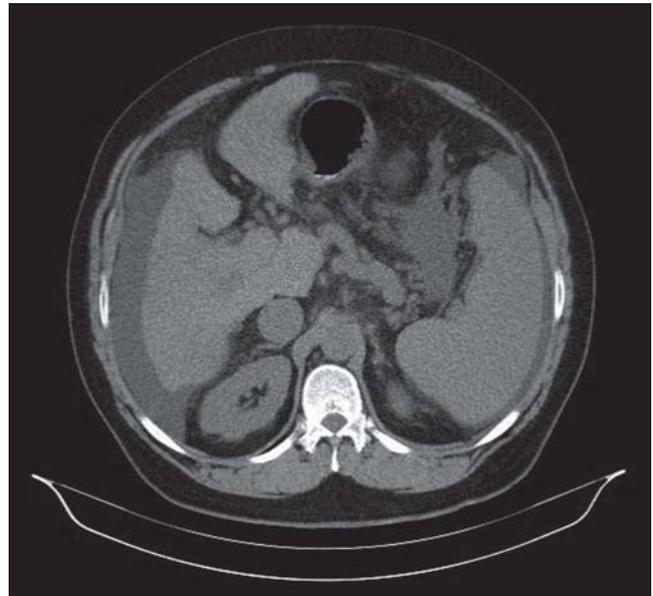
Imagem de Tomografia Computadorizada do Abdómen. Fígado com textura difusamente heterogênea evidenciando-se trombose a nível da veia porta e mesentérica superior (parcialmente visualizados neste topograma).
